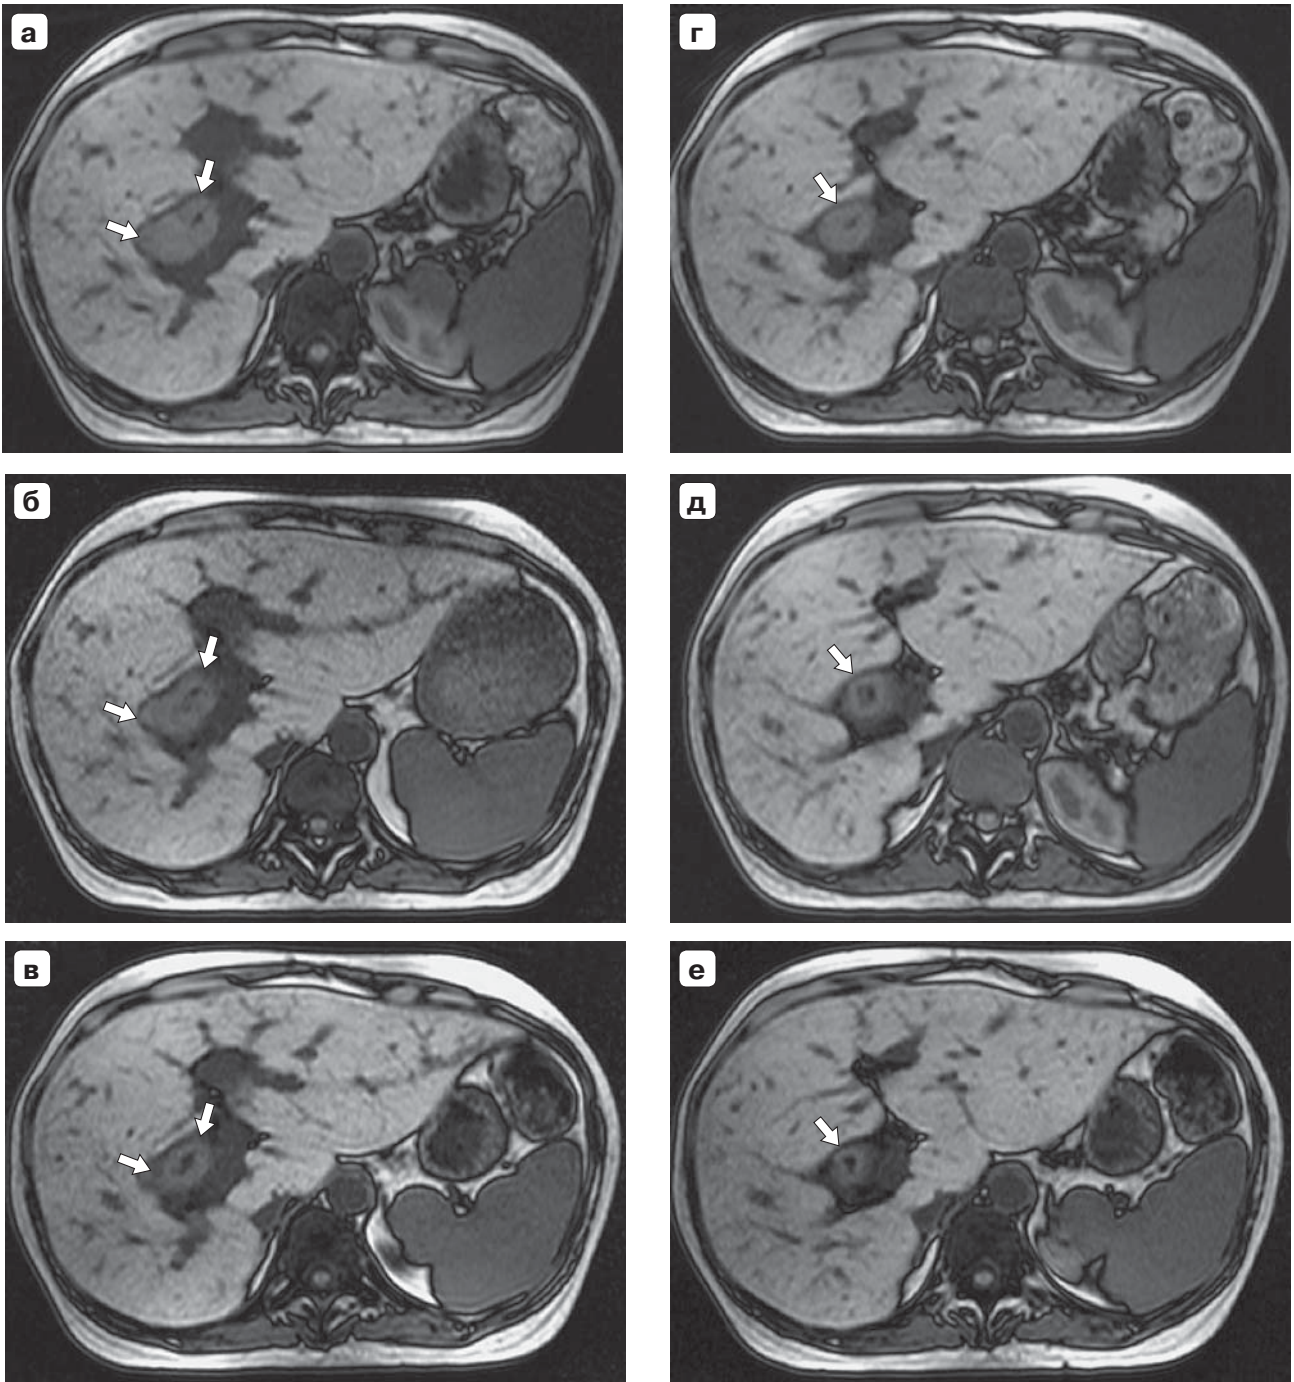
Магнитно-резонансные томограммы. Рак проксимальных внепеченочных желчных протоков, тип IV по Bismuth, папиллярный тип. Частичный регресс внутрипротокового компонента опухоли после ФДТ. Аксиальные 3D T1ВИ VIBE на уровне верхней и средней трети общего печеночного протока: а, г – до ФДТ; б, д – после 3 сеансов ФДТ; в, е – после 4 сеансов ФДТ. Уменьшение внутрипротокового компонента опухоли после ФДТ указано стрелками.
